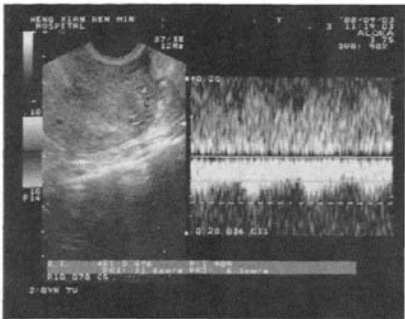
经阴道彩色超声多普勒频谱可测到低阻型动脉频谱
